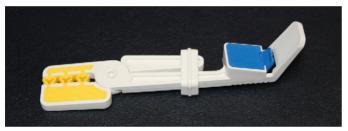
Posicionador de sensor EeZee-Grip (Dentsply Rinn) para radiografias digitais de dentes anteriores e posteriores.
